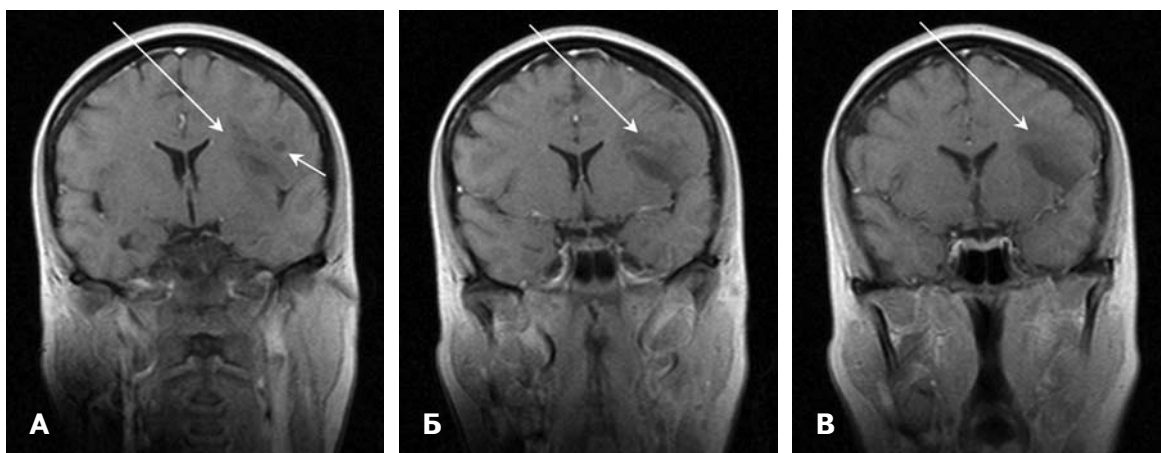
Глиома левой височно-подкорковой области. А — МРТ на Т1ВИ без контраста до ПБ, очаг изогипоинтенсивного сигнала без четких границ (длинная стрелка) с небольшой кистой (короткая стрелка). Б — МРТ, постконтрастное изображение через 1 год после ПБ, очаг с аналогичными сигнальными характеристиками (длинная стрелка), не накапливающий контрастное вещество, размеры его незначительно увеличились. Киста не визуализируется. В — МРТ постконтрастное изображение через 3 года после ПБ, аналогичный очаг (длинная стрелка), не накапливающий контрастное вещество, размеры его вновь несколько увеличились, киста не определяется.
